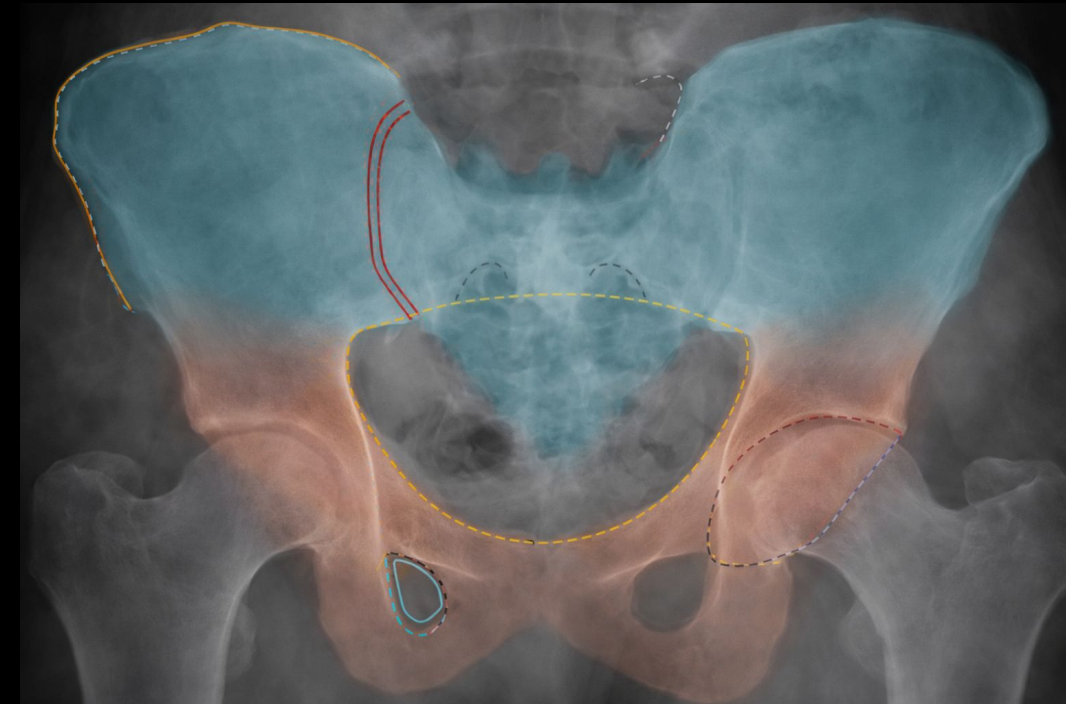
Radiografía de pelvis en proyección anteroposterior (AP). Se diferencian el arco anterior (en naranja) y el arco posterior (sombreado en azul).
